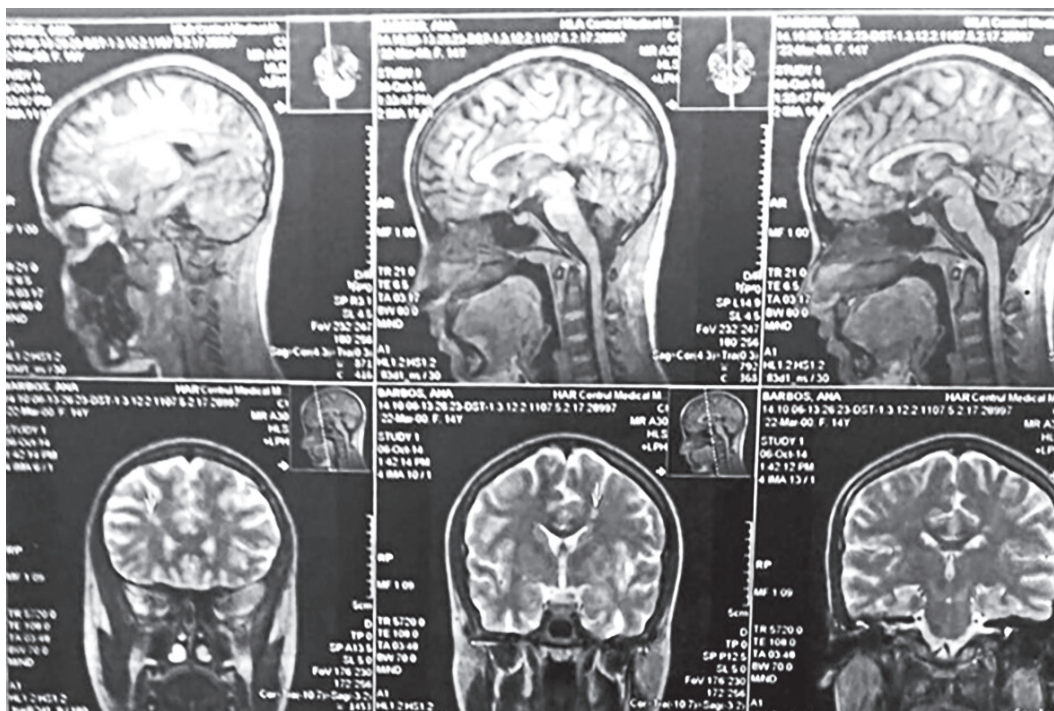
RMN cerebral (06.10.2014)
